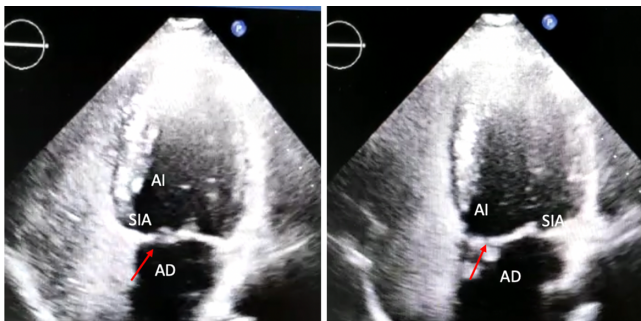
Ecocardiograma transesofágico (ETE) con paso de burbujas desde aurícula derecha (AD) a aurícula izquierda(AI) a través de Foramen Oval Permeable (FOP) (Flecha roja); SIA (Septo interauricular).
